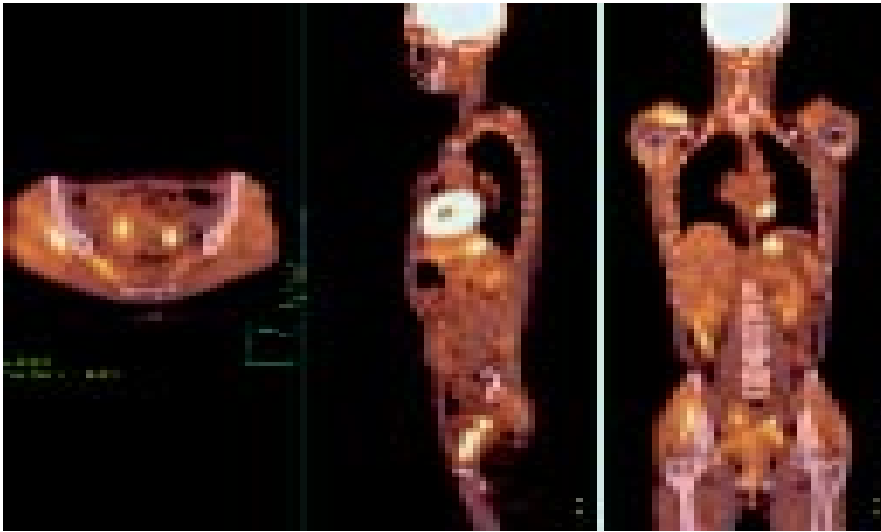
Estudio PET/CT donde se observa captación fisiológica de ^{18}F FDG en corteza cerebral, miocardio, estómago, bazo, hígado, riñones, vejiga y ovarios.
